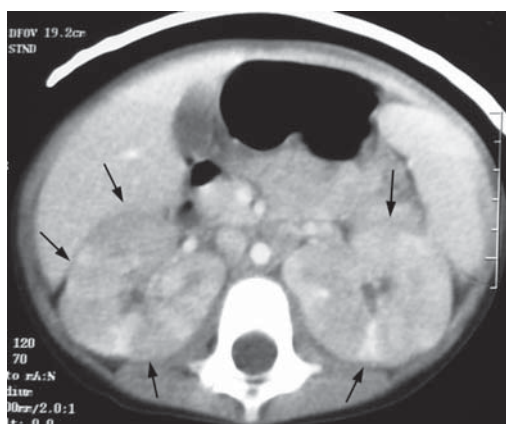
TC abdominal con contraste. Riñones aumentados de tamaño con bordes lobulados (flechas) y captación heterogénea de contraste, compatible con infiltración tumoral.
